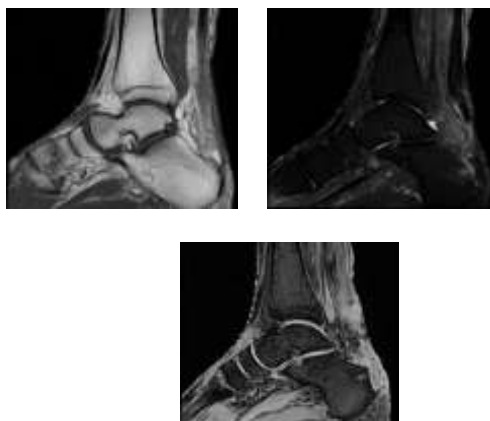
Hasil Citra MRI *ankle joint* dengan indikasi *calcaneal bursitis* (a) Sagittal T1 FSE, (b) Sagittal FSE STIR, (c) Oblique 3D FSPGR
